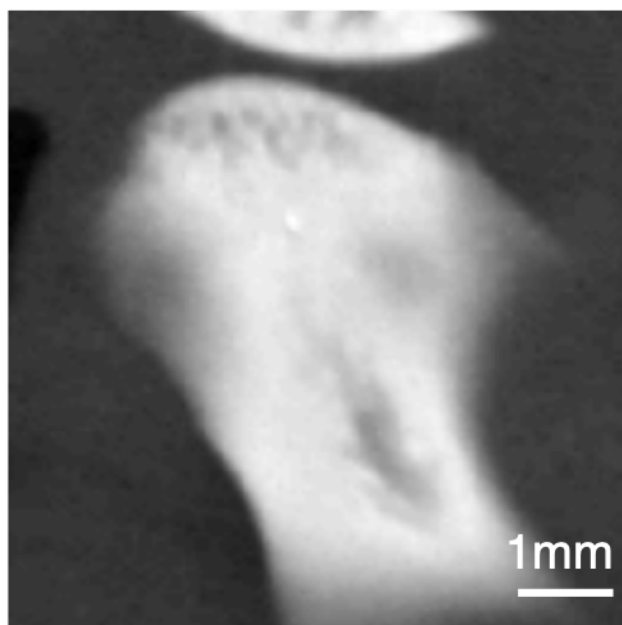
管電圧 60kV で X 線マイクロ CT にて撮影した矢状断画像
